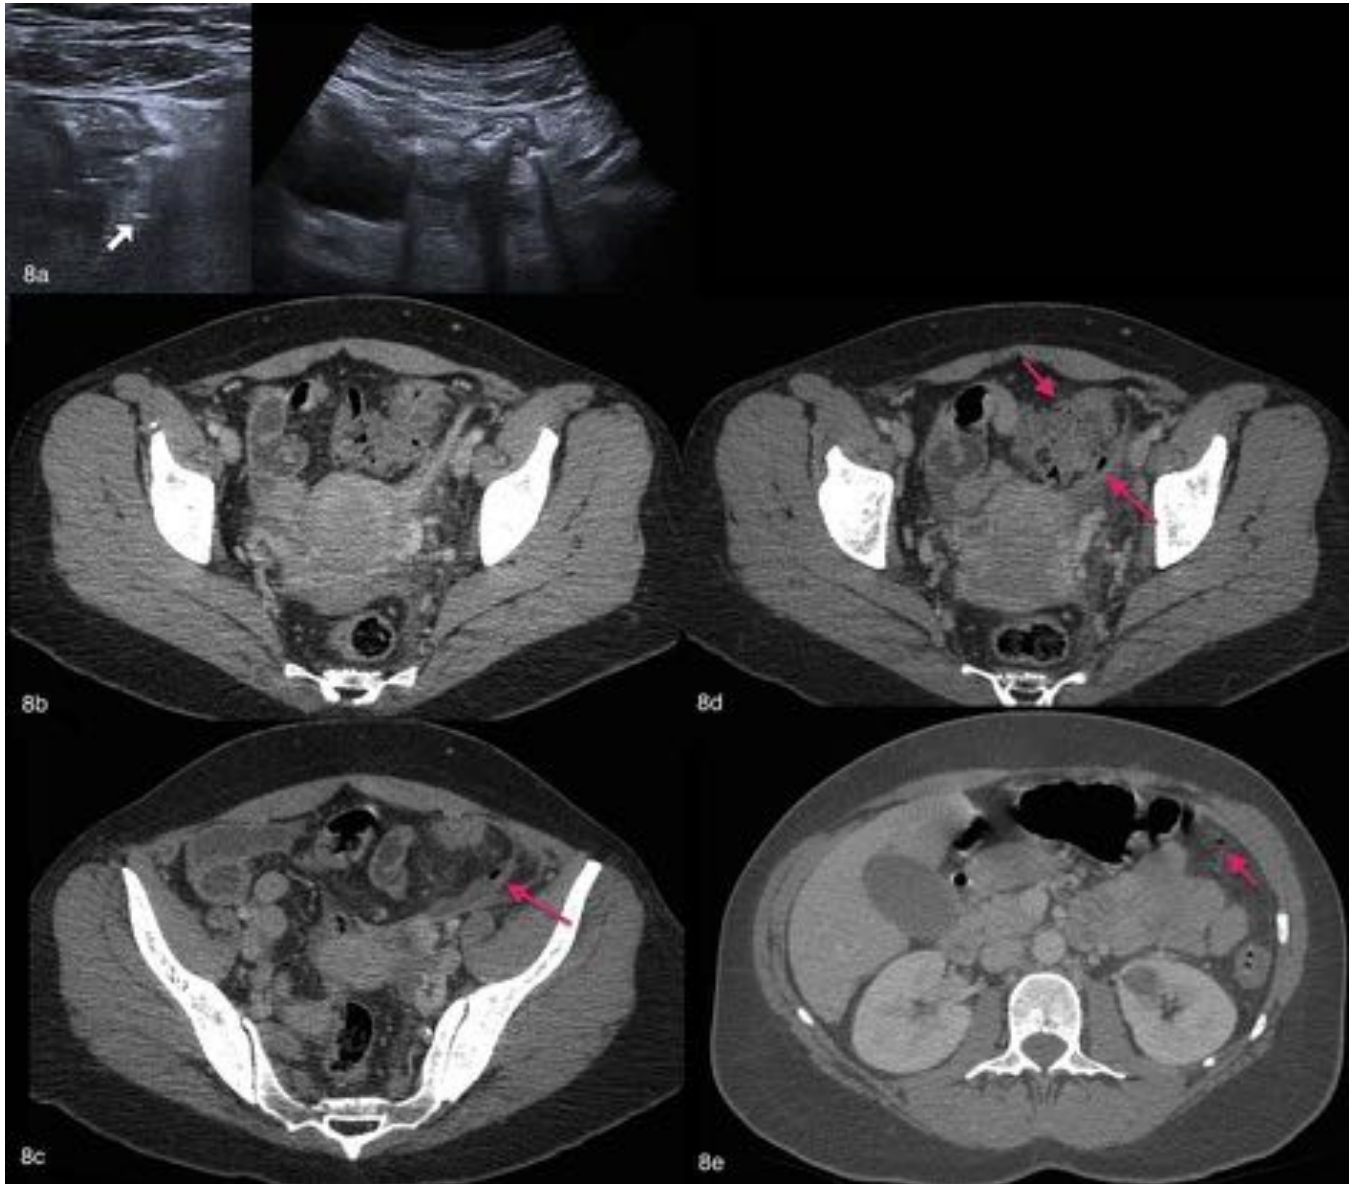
Mujer de 44 años con dolor abdominal de 24 h, leucocitosis con neutrofilia. Ante la sospecha clínica de DA se realiza ecografía, donde se objetivan signos de posible complicación (8a, burbujas aéreas extraluminales). En el TC se confirma la DA sigmoidea evidenciando además colección hidroáerea con afectación del mesosálpinx izquierdo (8c, 8d) y neumoperitoneo a distancia (8e). La paciente fue llevada a quirófano donde hallaron perforación sigmoidea de 0.5 cm en divertículo mural.
